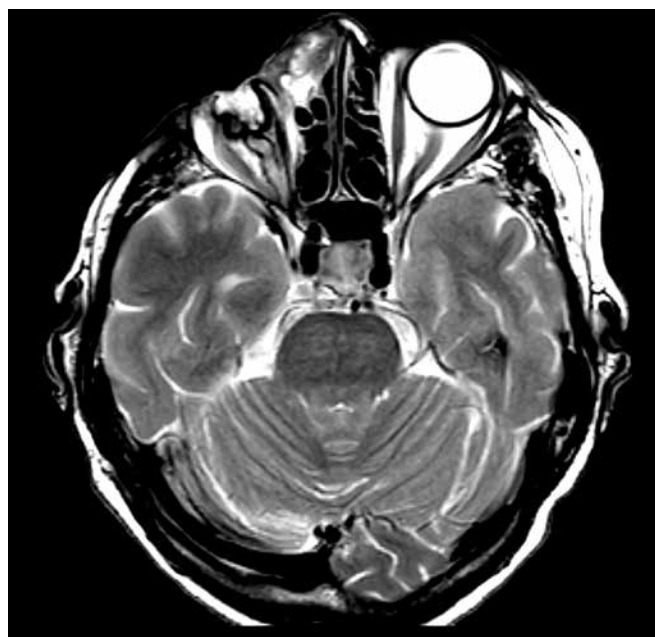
Магнитно-резонансная томография от ноября 2025 г. Деформация, уменьшение и ретракция правого глазного яблока, постлучевые изменения правой орбиты справа – без динамики. Признаков рецидива заболевания нет
